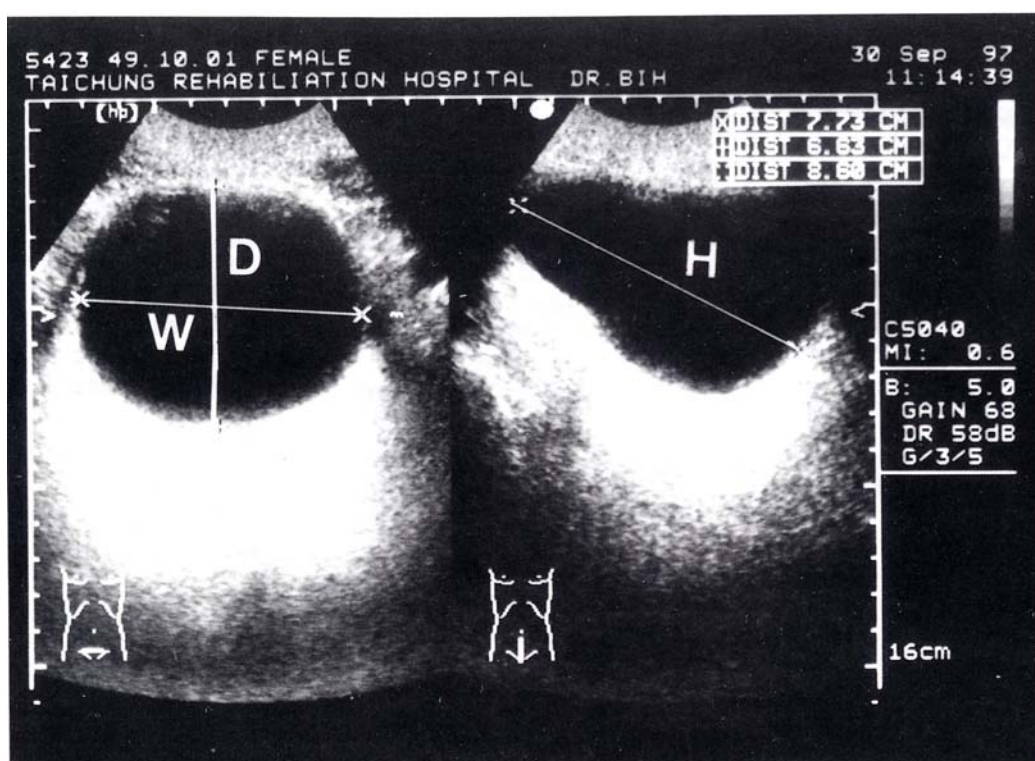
膀胱超音波圖，容量計算公式為 $W \times D \times H \times k$ ， k 為依形狀而定的常數
